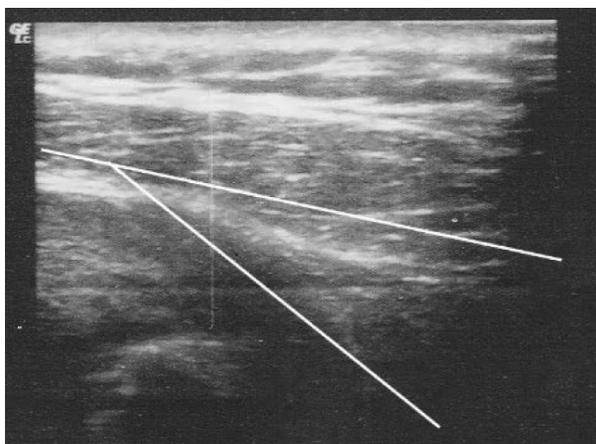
УЗИ-диагностика пациента П. после лечения
